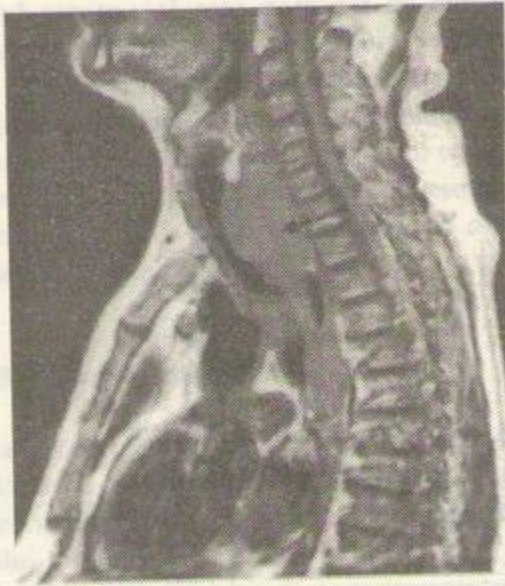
Cancer vegetant al regiunii superioare a esofagului (imagine RM în secțiune sagitală). Tumora se extinde pînă în apropierea gurii esofagiene (la nivelul vertebrelor C5-C6).
